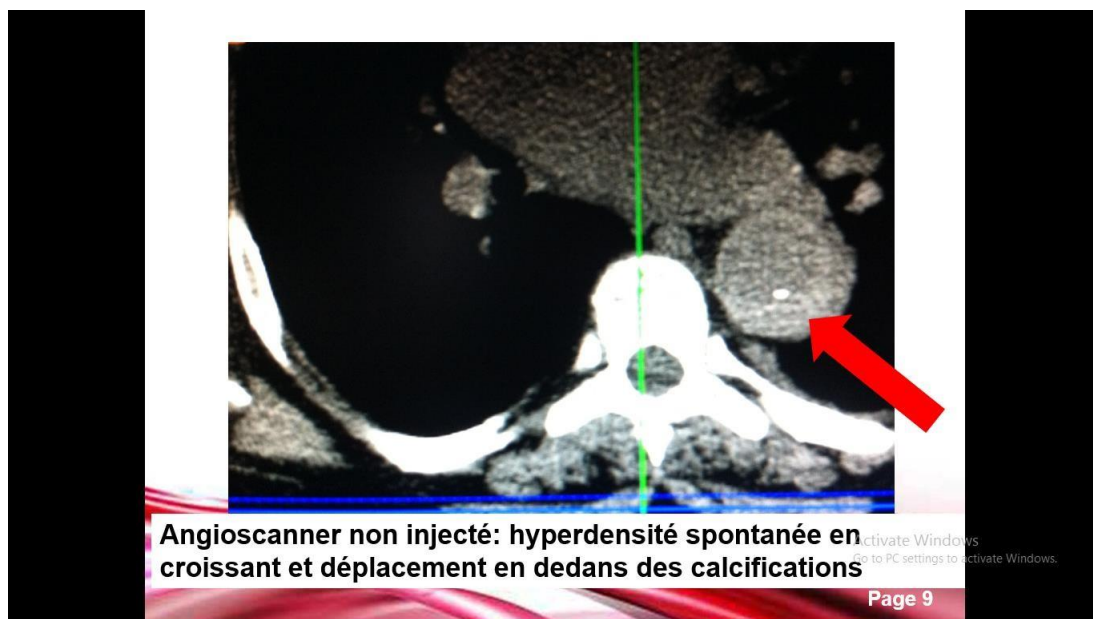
Angio TDM aortique non injecté montrant un hématome aortique avec déplacement des calcifications en dedans
